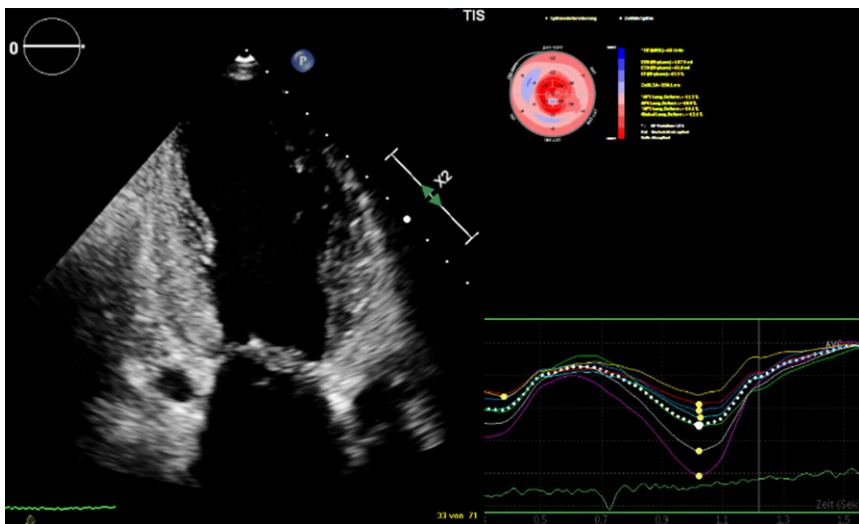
▲ Echokardiographie. Es zeigen sich eine Hypokinesie der basalen und medialen Abschnitte und eine LV(linksventrikulär)-Hypertrophie mit einer Septumdicke von 19 mm. In der regionalen Strain-Analyse zeigt sich ein „apical sparing“
